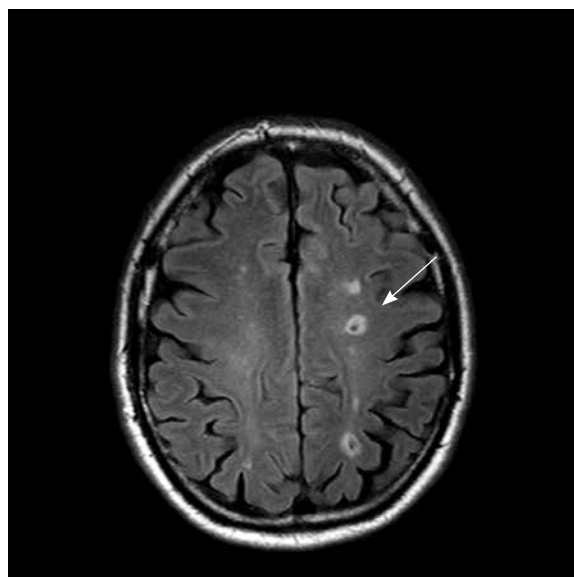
Пациент Ч., МРТ, T2-ВИ. Лакунарная киста в белом веществе теменной доли слева (стрелка) – группа 4
